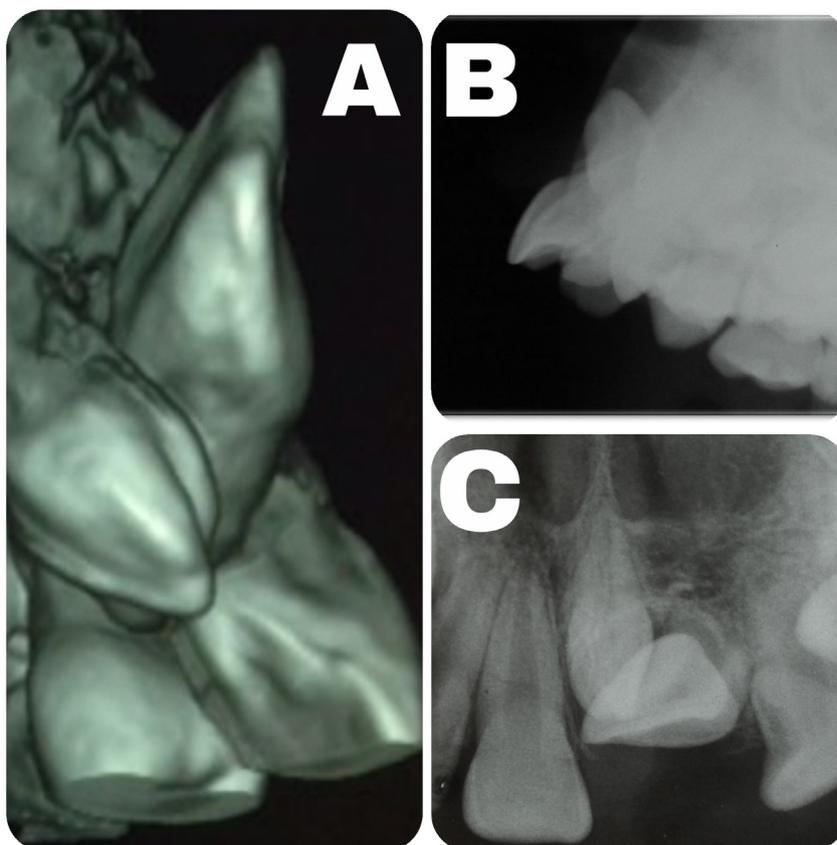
Imágenes de diagnóstico. A. Tomografía axial computarizada, B. Radiografía lateral, C. Radiografía periapical 21
